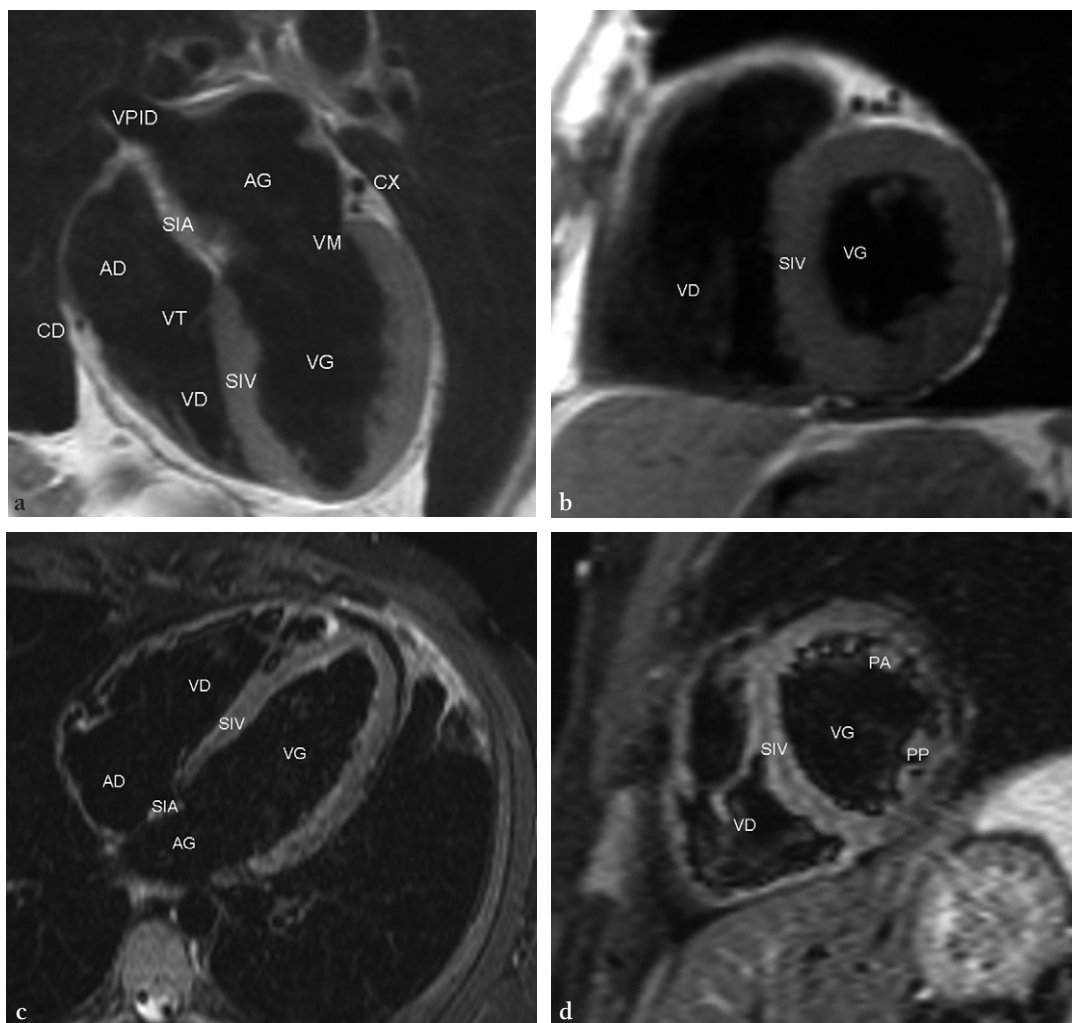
IRM cardiaque dans les plans « quatre cavités » (a,c) et « petit axe » (b,d) du cœur en SE-T1 « sang noir » (a,b) et en STIR (c,d).
